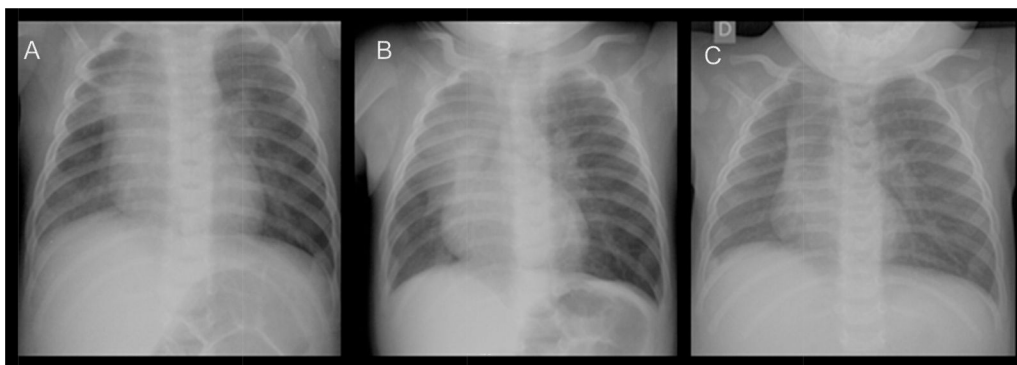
Radiografías de tórax a los 4 (A), a los 5 (B) y a los 8 meses de vida (C). Nótese la marcada disminución del tamaño pulmonar derecho y la desviación mediastínica hacia ese mismo lado, así como la hiperinsuflación pulmonar izquierda con herniación del lóbulo superior.
